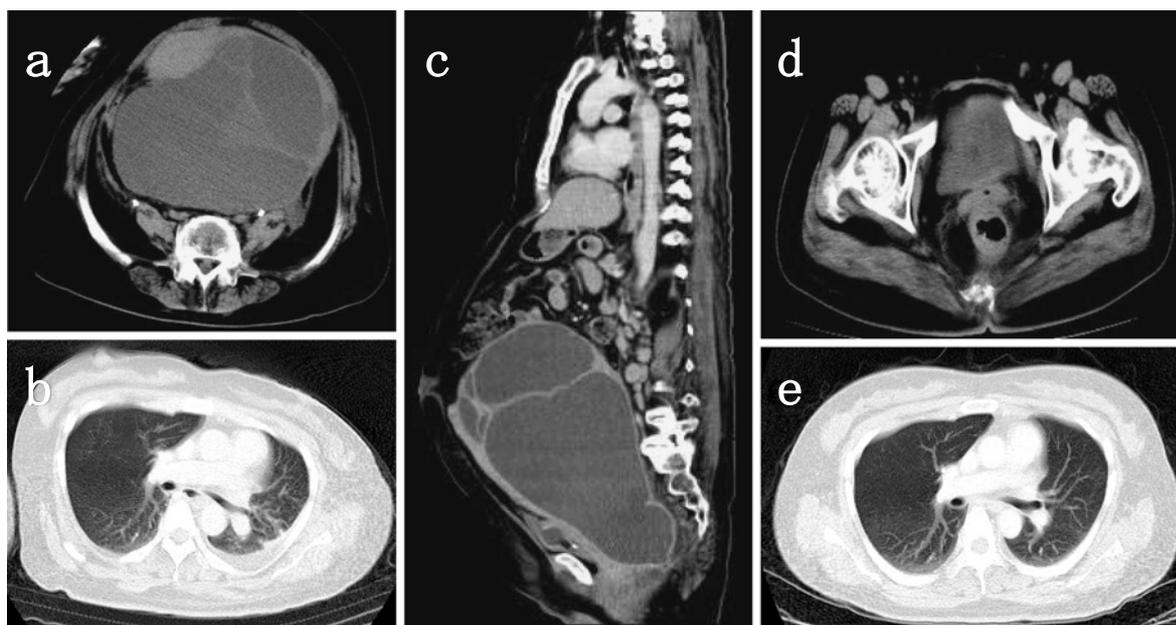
Computed tomography (CT) images of the preoperative (a, b, c) and postoperative (d, e) findings
